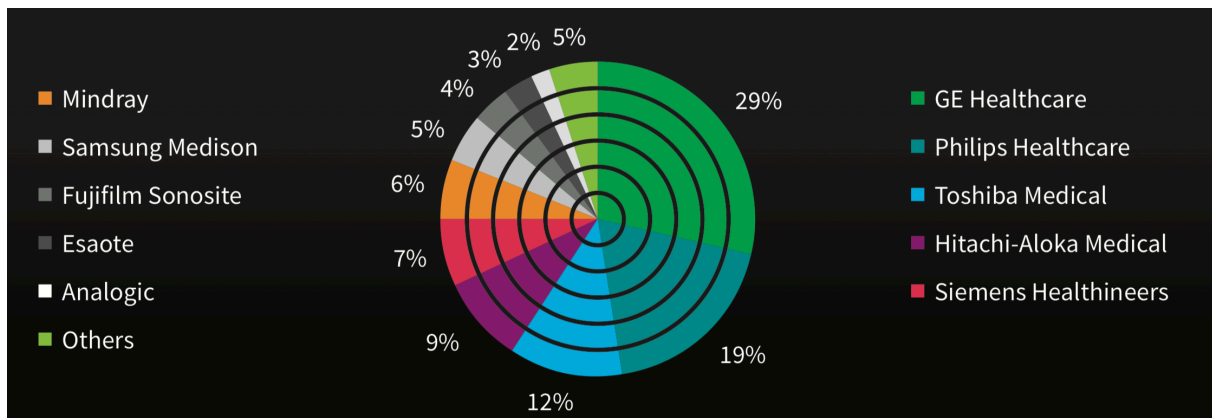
Graphique correspondant aux parts de marché des principales sociétés en échographie (6)
